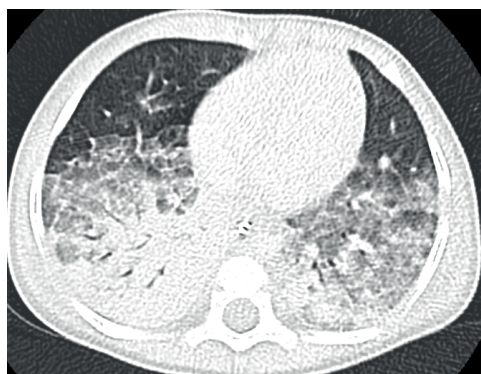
Tomografia computerizzata ad alta risoluzione con mezzo di contrasto. Visibili in regione basale epi-diaframmatica destra delle aree di relativa ipertrasparenza di aspetto compatibile con zone di *air-trapping*. Aree di opacità a vetro smerigliato.
